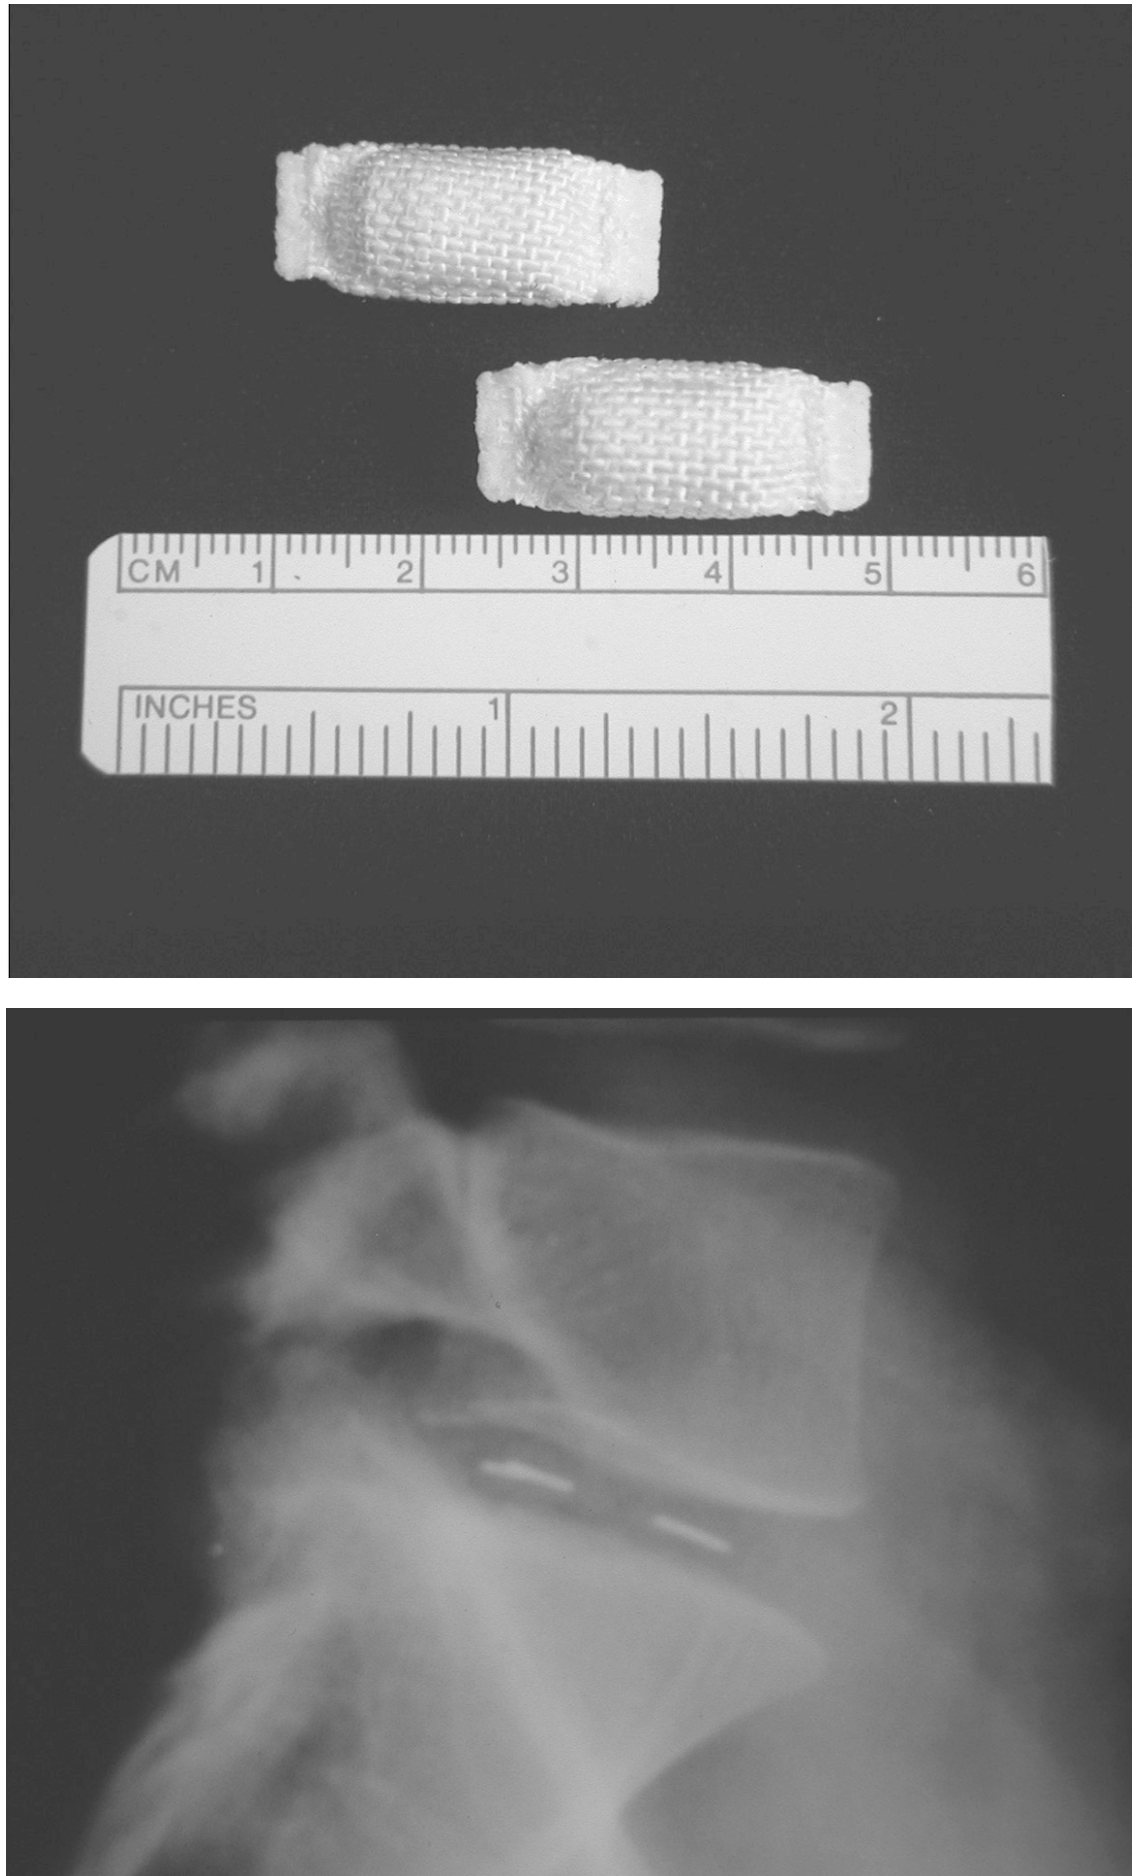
PDN artificial nucleus (upper) and postoperative lateral X-ray after PDN nucleus replacement.
